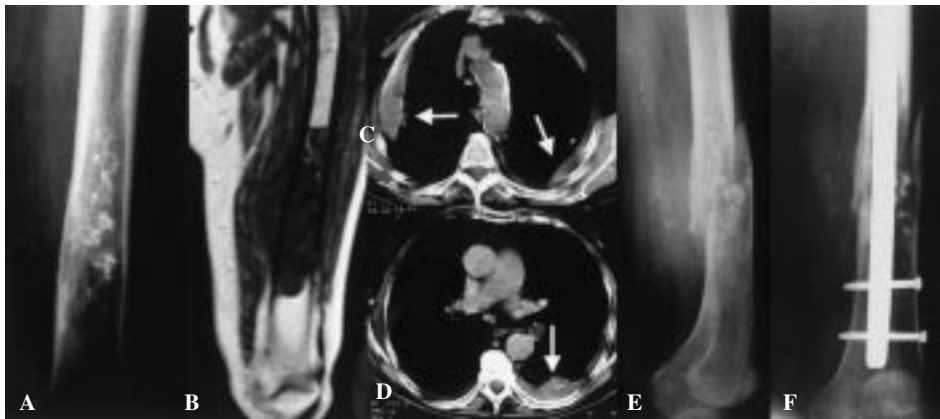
Paciente de 83 años afecta de fibrosarcoma de fémur izquierdo. A: Rx simple. B: RM. C y D: TAC que muestra metástasis pulmonares bilaterales. La paciente y su familia rechazaron un tratamiento con intención curativa. E: Dos meses después de su primera consulta, sufrió fractura patológica de fémur, que fue tratada con clavo endomedular encerrojado. F: La paciente falleció poco tiempo después por su patología pulmonar, pero el clavo le permitió movilizarse en la fase terminal de su enfermedad.
